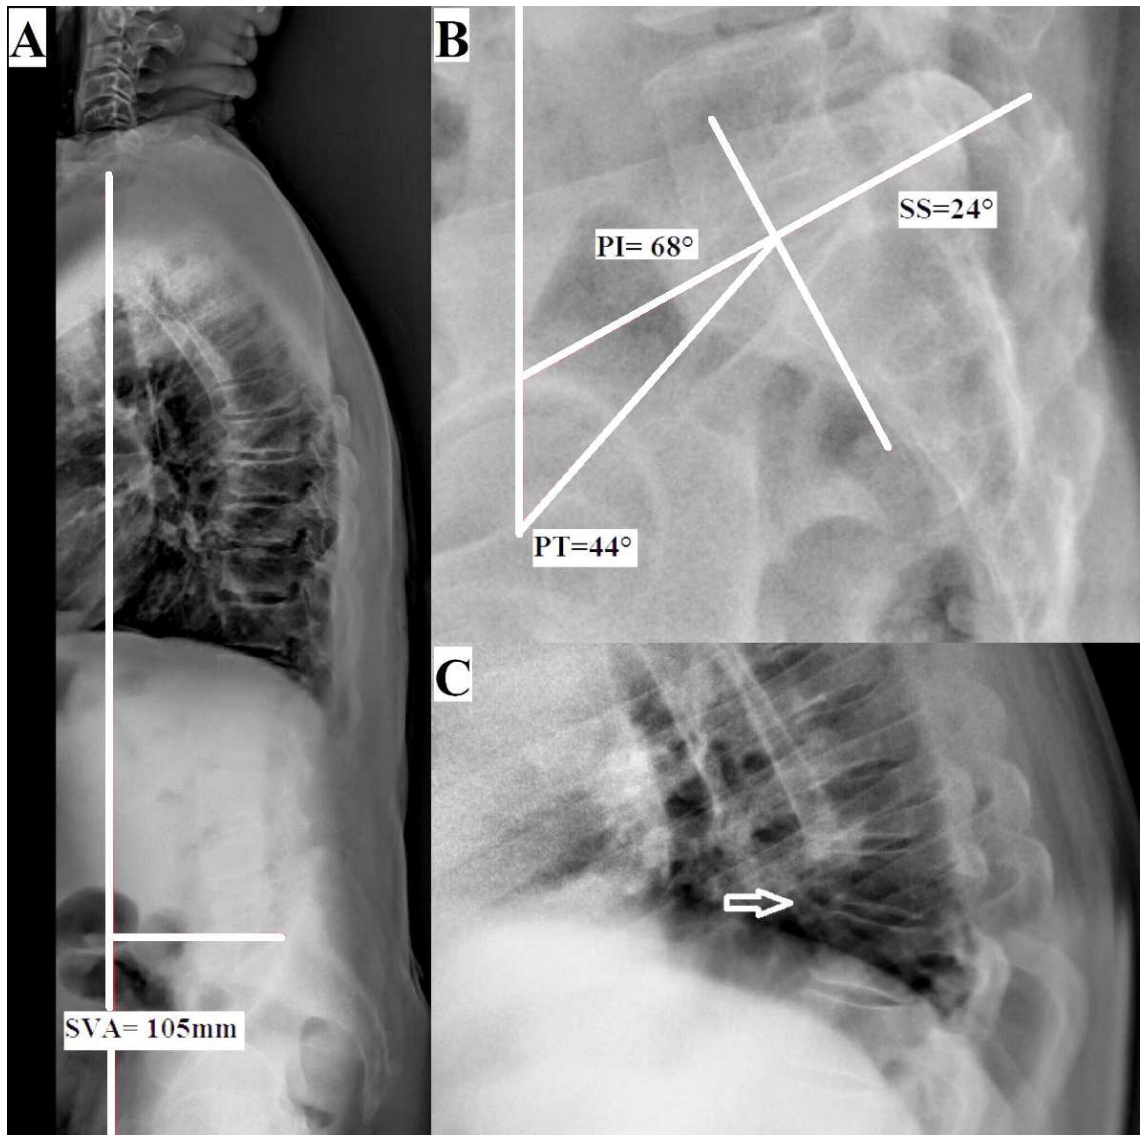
Radiographic findings. A- SVA=10.5 cm, with excessively anterior sagittal shifting, compatible with imbalance. B- PT=44°, with pelvic retroversion, a compensatory mechanism in sagittal imbalance. C- Genant grade 1 (mild) anterior osteoporotic fracture (arrow).
